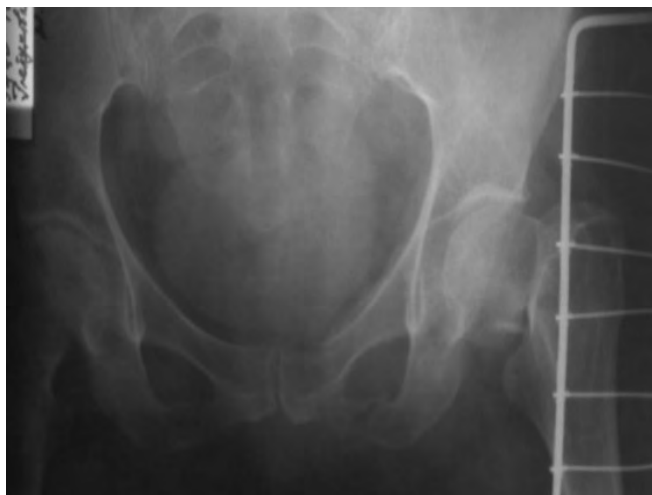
Рентгенограмма пациентки Е. после травмы
